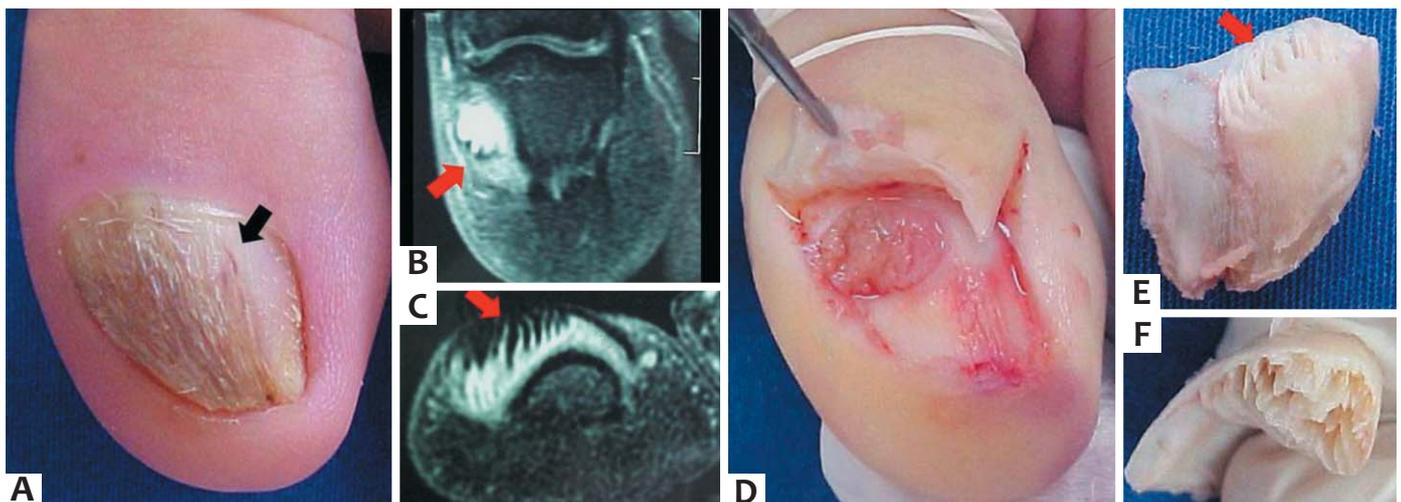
a) Espessamento, coloração amarelada, estriações longitudinais e pequenas hemorragias em estilhaço (seta preta) na placa ungueal, b) corte longitudinal, c) corte transversal de ressonância nuclear magnética mostrando lesão com projeções digitiformes (setas vermelhas), d) tumor visto no intraoperatório, e) visão inferior e f) visão posterior das impressões digitiformes patognomômicas de onicomatricoma na placa ungueal.
